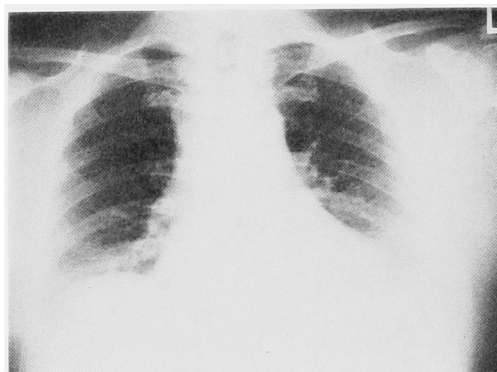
胸部単純写真 (1984.9), 腫瘍陰影認めず
